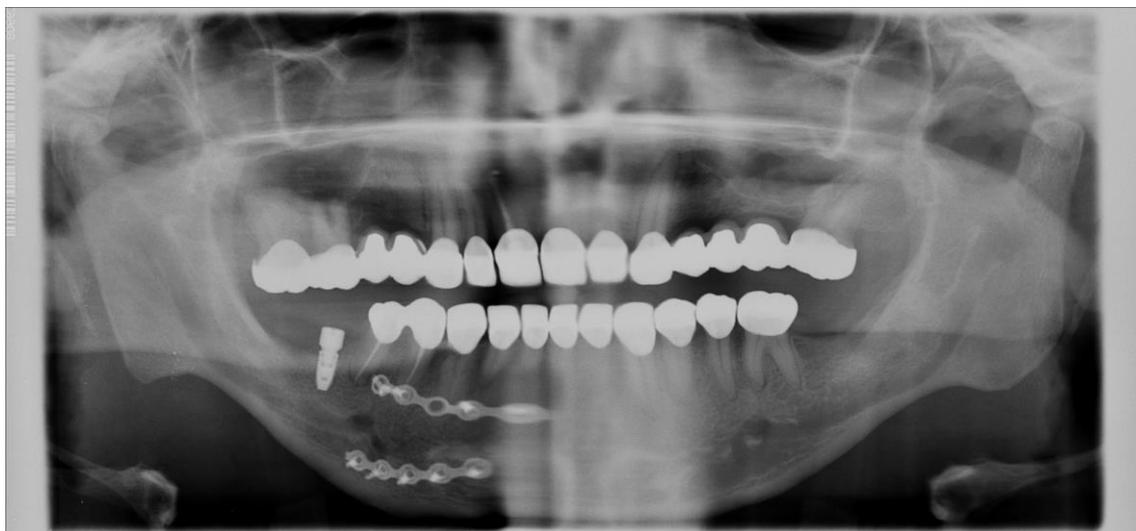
Radiographie panoramique du 1<sup>er</sup> patient
